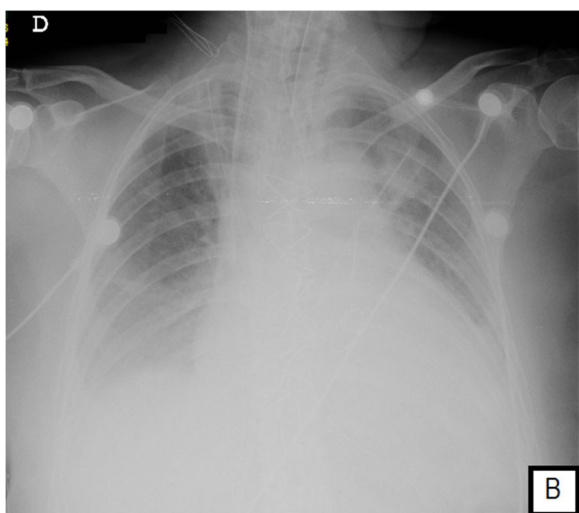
Radiografía de tórax simple, posterior a la cirugía de reemplazo valvular mitral. Consolidado basal derecho, con borramiento de ángulo costodiafrágico y cardiaco izquierdo.
